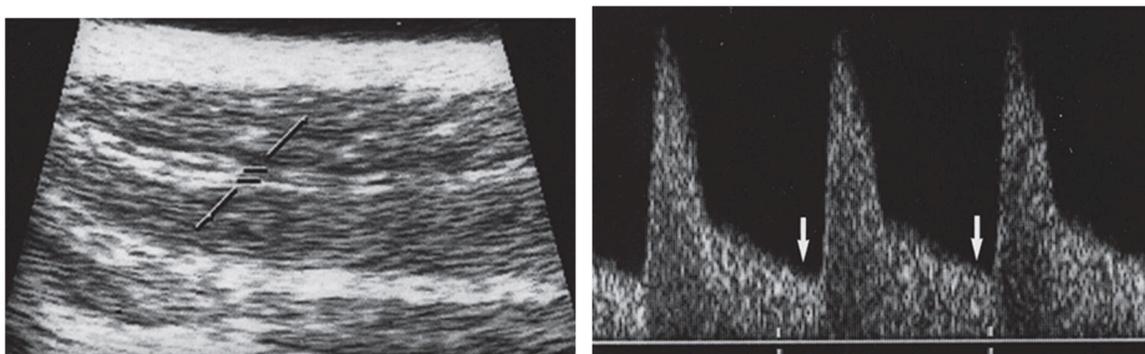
Ultrassonografia duplex da artéria cavernosa após injeção intracavernosa de 10 μg PGE₁. (a) Imagem metade superior: ultra-sonografia do corpo cavernoso da artéria cavernosa. O probe do Doppler é posicionado no lúmen da artéria cavernosa. (a) Imagem inferior: registro simultâneo da Curva Doppler pulsado. (b) Registro da curva pulsada da A. Cavernosa com aumento do fluxo diastólico (seta) como possível indicação de obstrução oclusivo cavernosa
